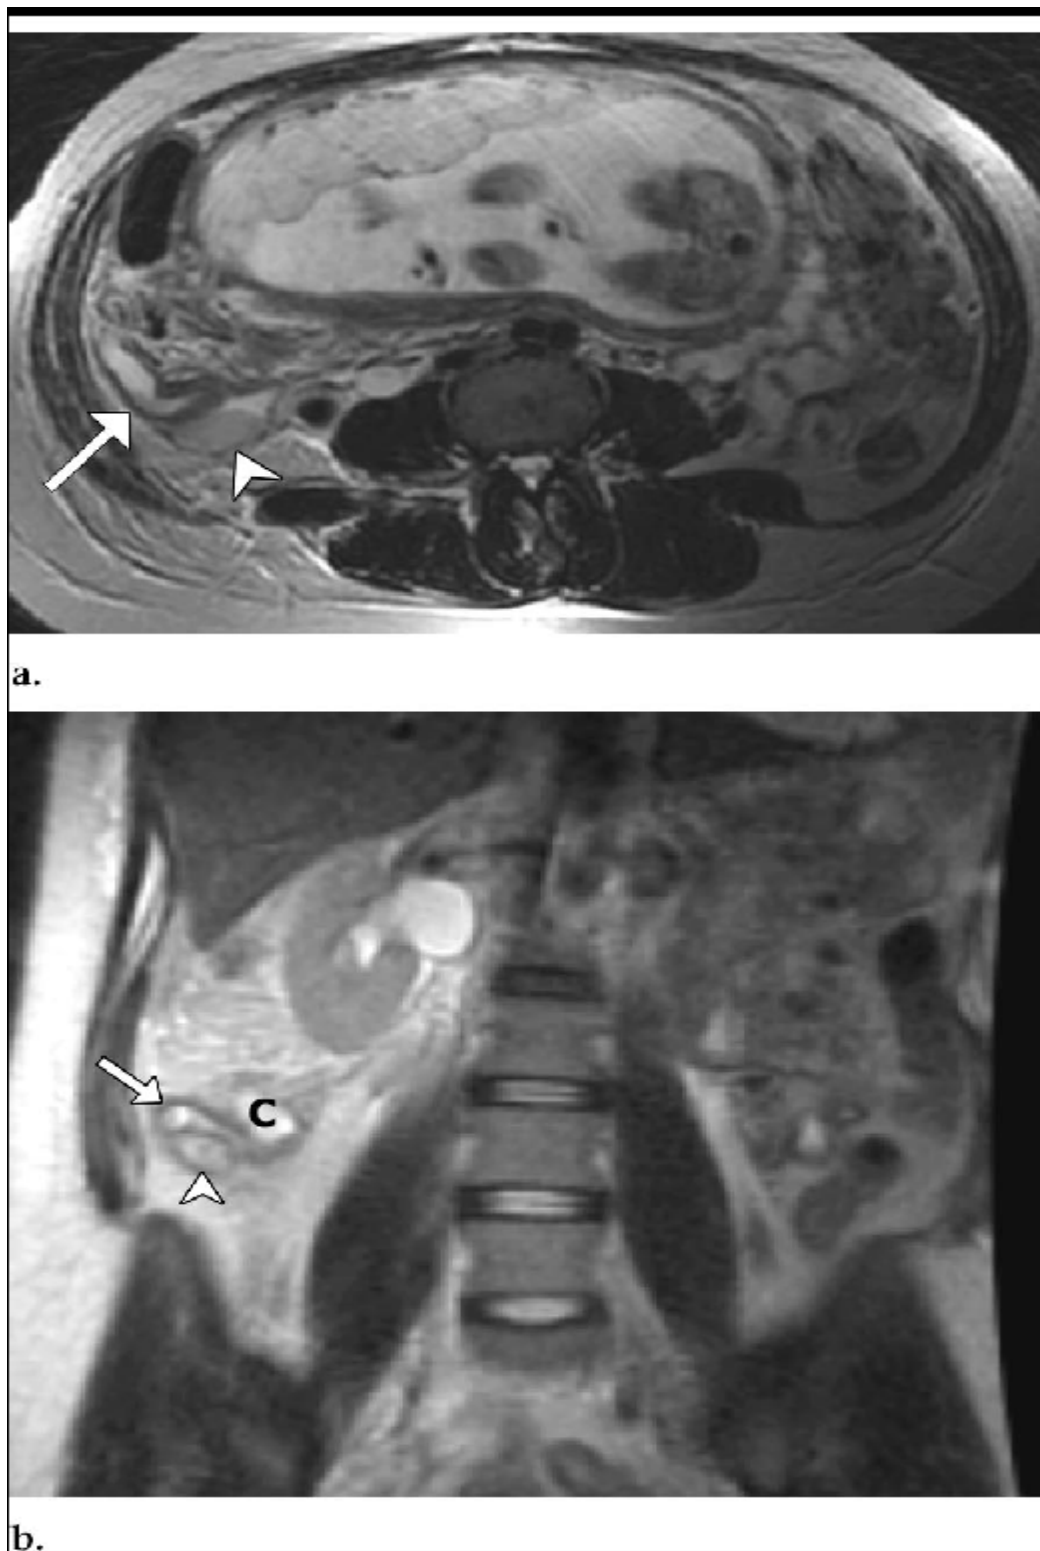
Appendicite perforée aiguë chez une patiente de 27 ans à 21 SA, les images IRM montrent un appendice (flèche) latéro-caecal dilaté (C) à paroi épaissi. La Collection liquidienne postérieure à l'annexe est un petit abcès péri-appendiculaire (tête de flèche) secondaire à une rupture. Ces résultats ont été confirmés par la chirurgie.
